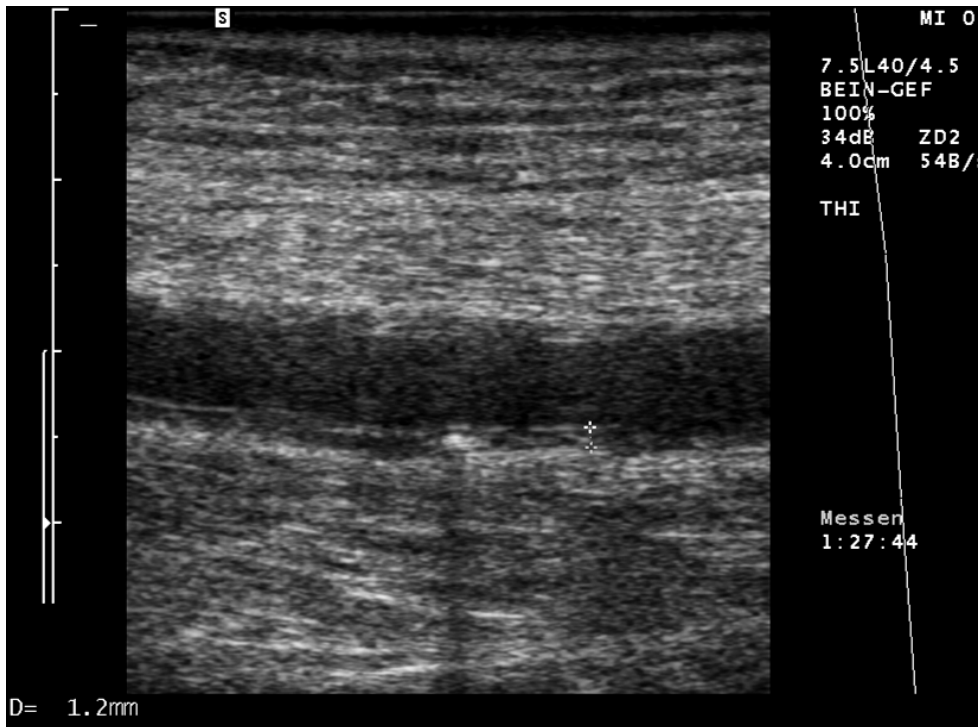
Sonographie der Arteria femoralis mit verdicktem Intima-Media-Komplex und eingelagerter Verkalkung als Frühform der Atherosklerose
